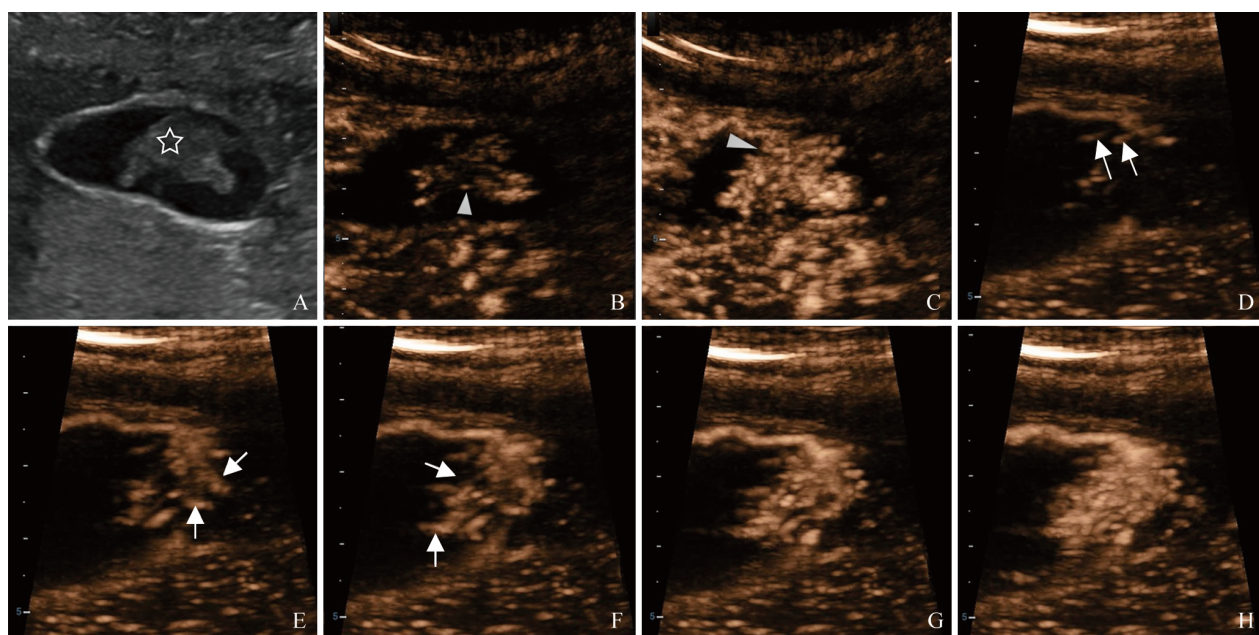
腺瘤性息肉 CEUS 与 HiFR-CEUS 表现。A.常规超声可见胆囊壁上一等回声结节(星号); B、C. CEUS 显示病灶整体呈快速增强(箭头); D~H. HiFR-CEUS 可见动脉期造影剂灌注过程中病灶内部分枝状血管形态(箭)。图片来源于文献^[13]
